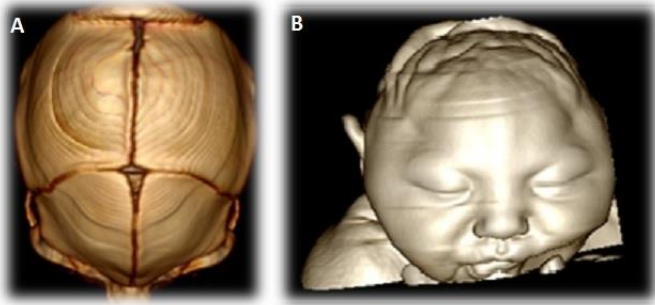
A) Alteración morfológica de los huesos de la bóveda craneal, hipoplasia de huesos fronto-parietal bilateral, sobre posición suturas, coronal, sagital escamosas y lambdaidea. Cierre prematuro de fontanela anterior y parcial de fontanelas mastoideas. B) Representación ultrasonográfica de recién nacido.
